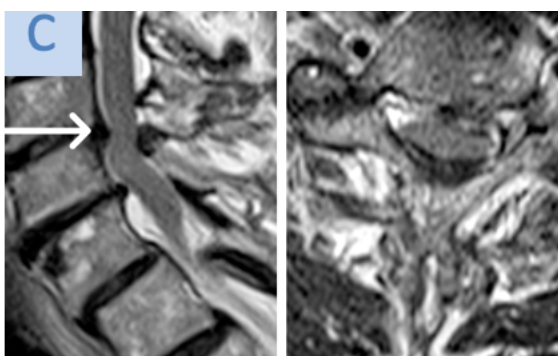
Präoperative MRT-Aufnahmen
